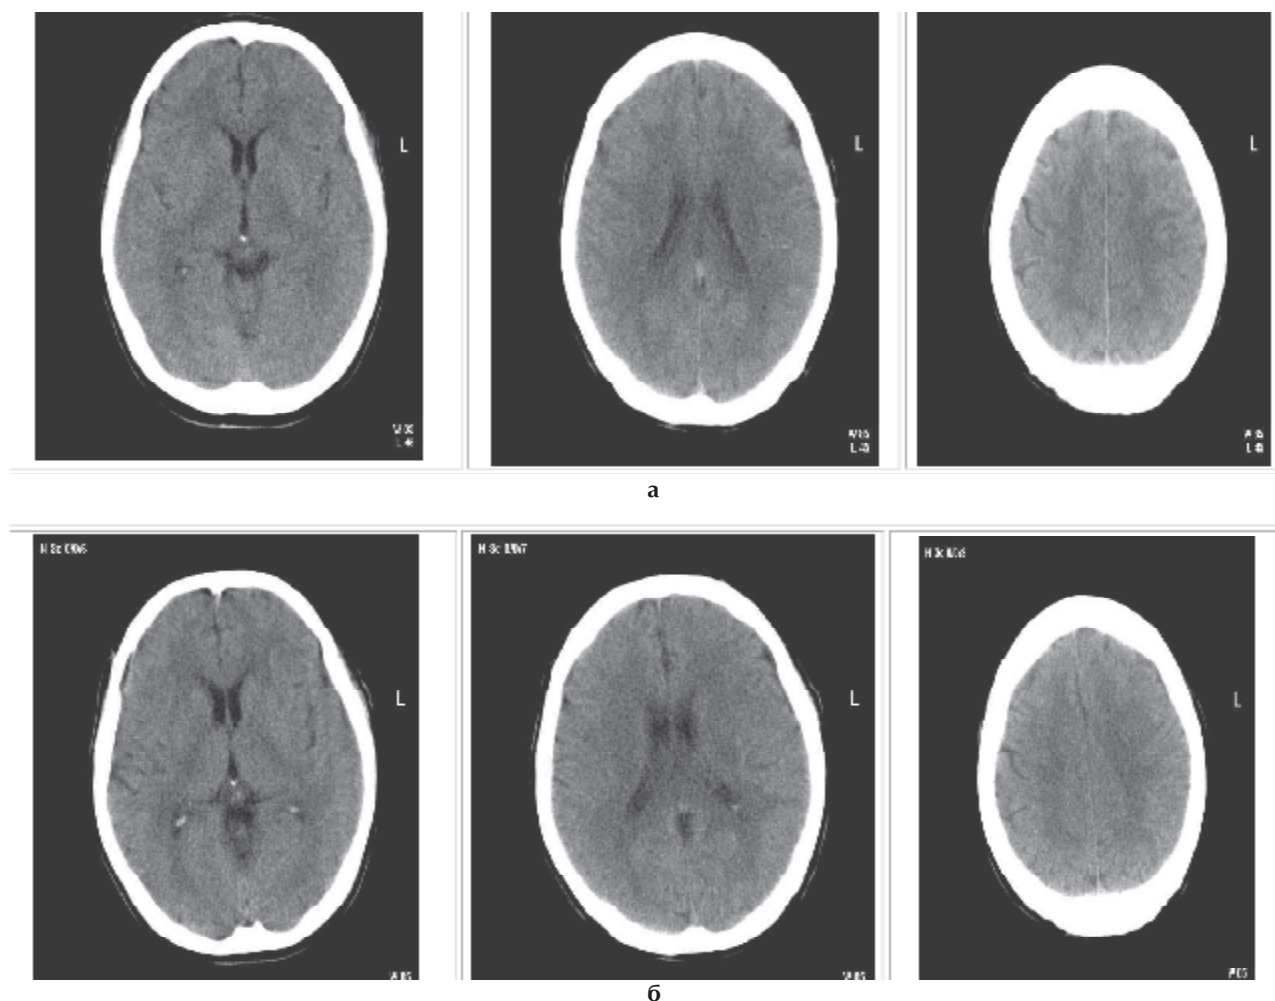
КТ больного Й., 1950 г.р., с диагнозом: ОНМК по ишемическому типу в бассейне СМА слева при поступлении (а) и на 3-и сутки после ИАТЛ (б).
